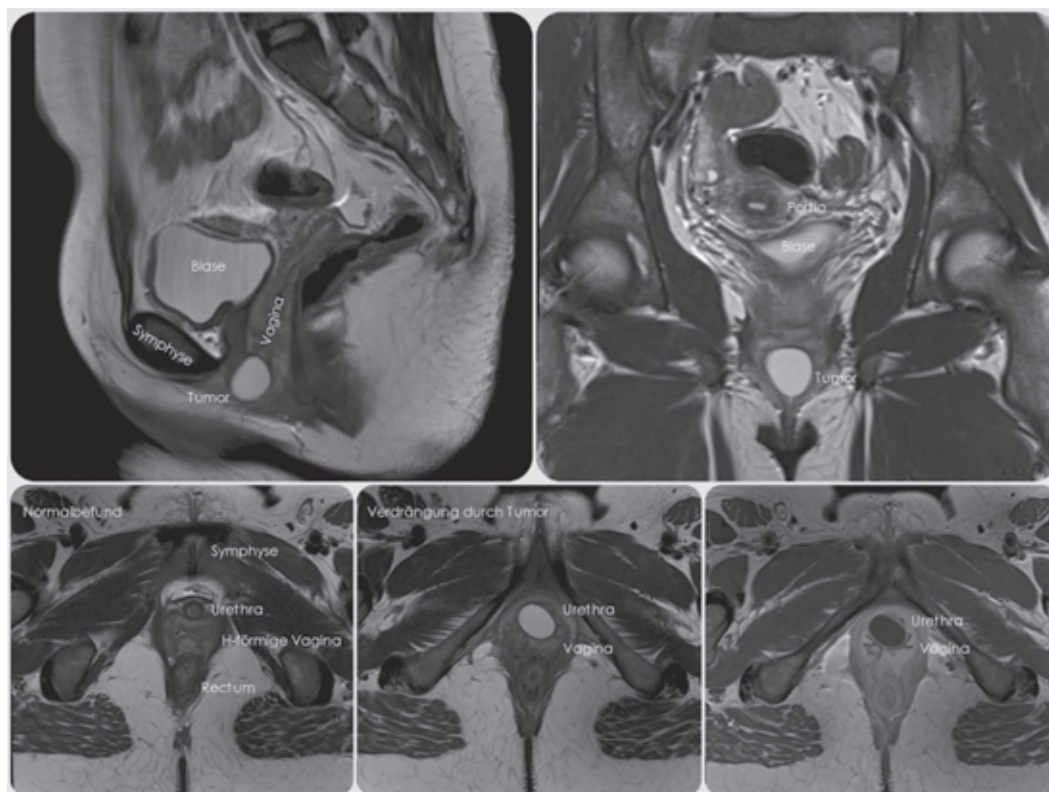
MRI zum Ausschluss eines urethralen Divertikels
